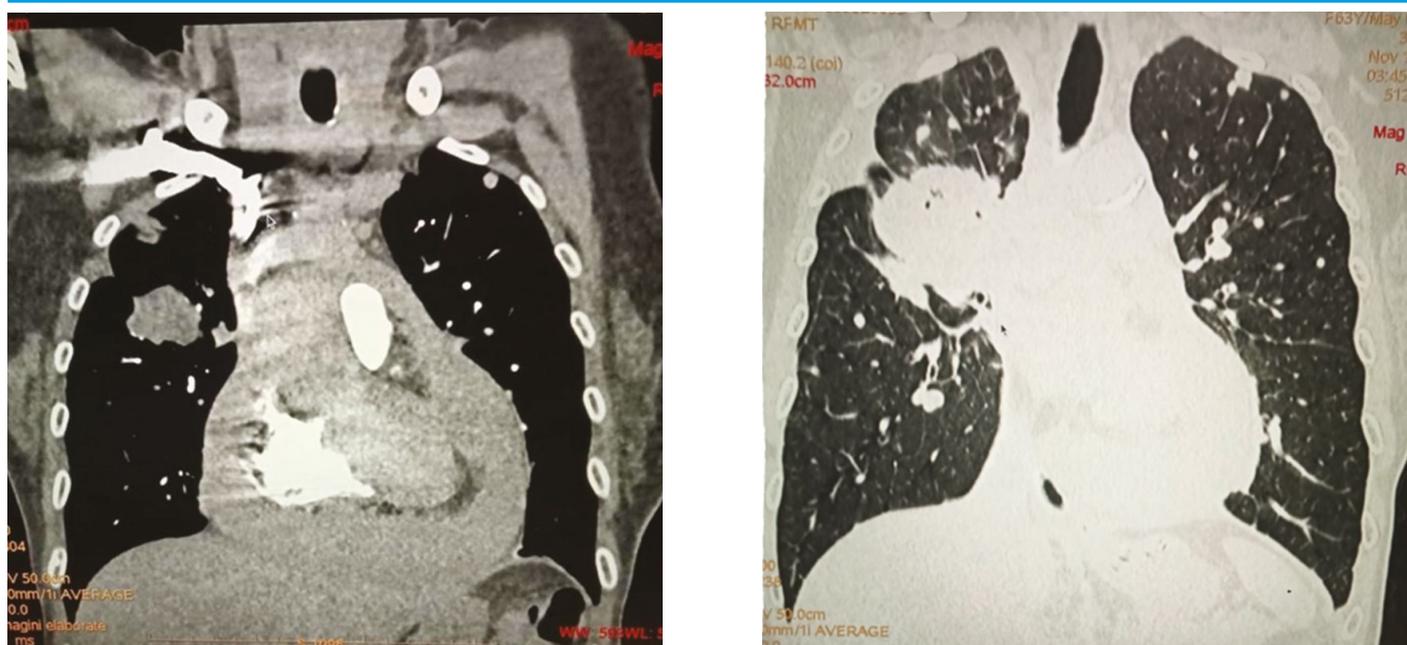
"scout" della TAC torace eseguita in PS con evidenza di versamento massivo nel pericardio, grossolana lesione nodulare al lobo superiore destro e multiple lesioni polmonari bilaterali riferibili a secondarismi
